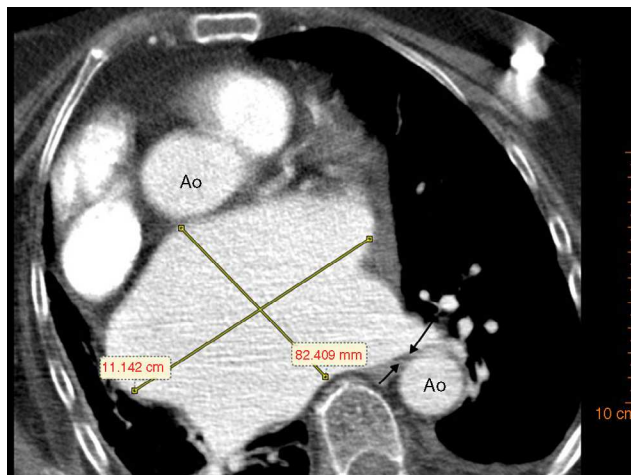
TAC de tórax: gran aumento auricular izquierdo (11 × 8 cm, aproximadamente), con desplazamiento cardíaco derecho, gran ocupación mediastínica y atrapamiento de esófago (flechas), apreciándose su compresión sobre la aorta (Ao).
